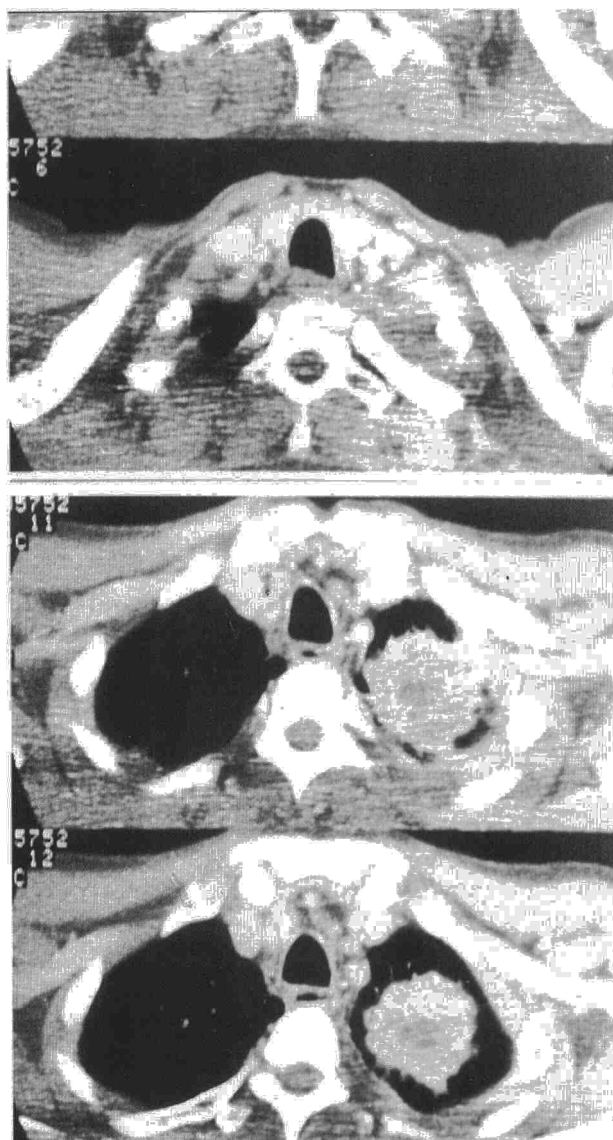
Tomografía computarizada que define bien los contornos de la lesión.
